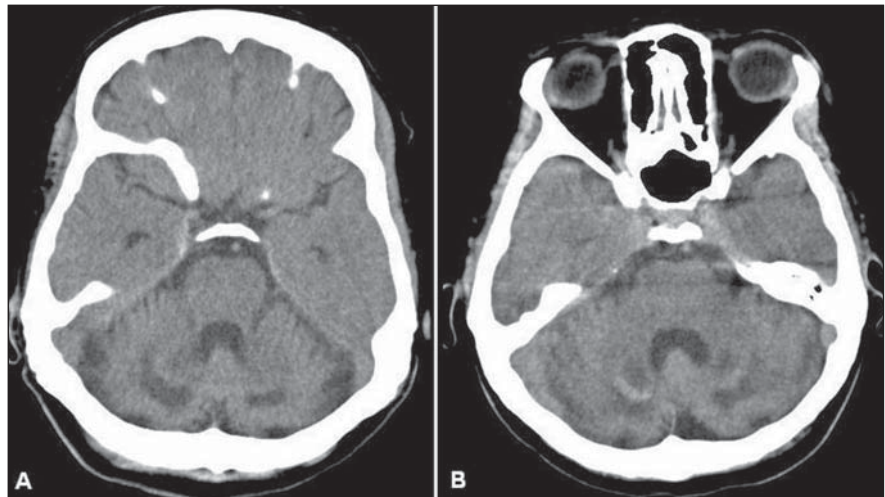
Cortes axiais de tomografia computadorizada da fossa posterior mostrando hipodensidade nos núcleos denteados e atrofia cerebelar na paciente do caso 1 (A) e da paciente do caso 2 (B).
